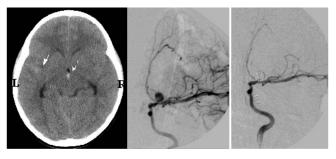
Paciente 27. TC de ingreso en a con HSA de valle Silviano izquierdo (flecha) y en el III ventrículo (cabeza de flecha), Fisher IV. El aneurisma en bifurcación de arteria carótida izquierda fue embolizado en su totalidad (b y c).
